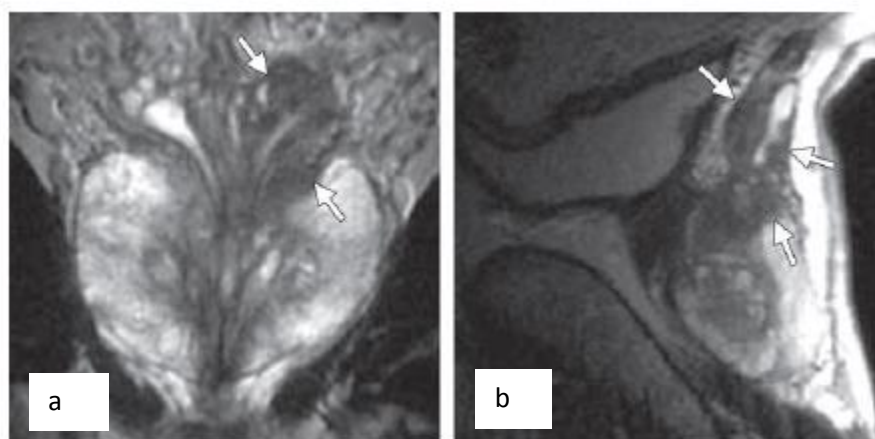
RM prostática num equipamento de 1,5T com antena endorectal. a) T2w coronal visualiza-se vesícula seminal esquerda com paredes concêntricas, espessadas e hiposinal, compatível com invasão. b) T2w sagital demonstra invasão da vesícula por parte do tumor que se estende desde a base da próstata [100].
